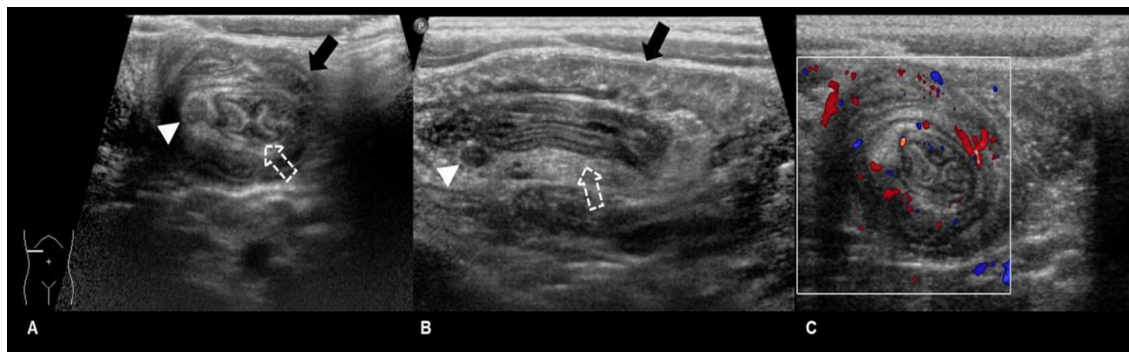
Imágenes de ecografía del hipocondrio derecho de un niño de 35 meses con antecedentes de dolor abdominal cíclico de 1 día de evolución. Las imágenes transversales (A) y longitudinales (B) muestran el intussusciens (flecha negra sólida) que contiene el intussusceptum (flecha discontinua blanca), así como grasa mesentérica y un ganglio linfático (punta de flecha). Estas apariciones clásicas se denominan signos de diana y pseudoriñón en la imagen transversal y longitudinal, respectivamente. Imagen transversal Doppler color (C) que muestra las mismas estructuras con vascularidad intacta.
